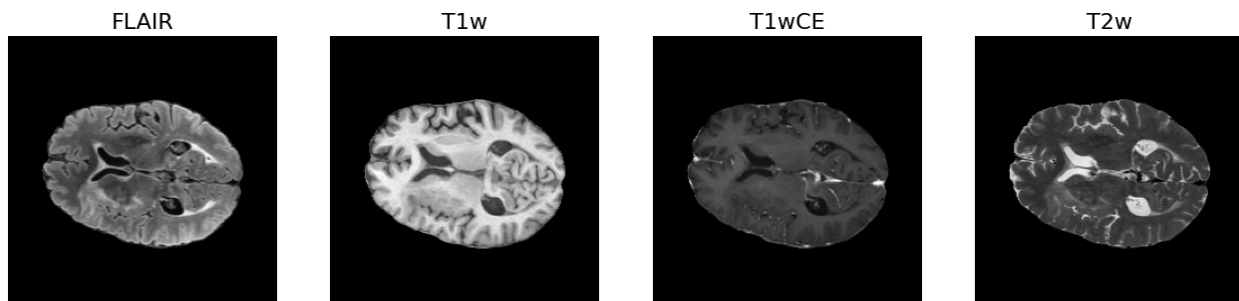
Imagens obtidas com exame de ressonância magnética representando um caso em que o estado de metilação é negativo (não-metilado).
